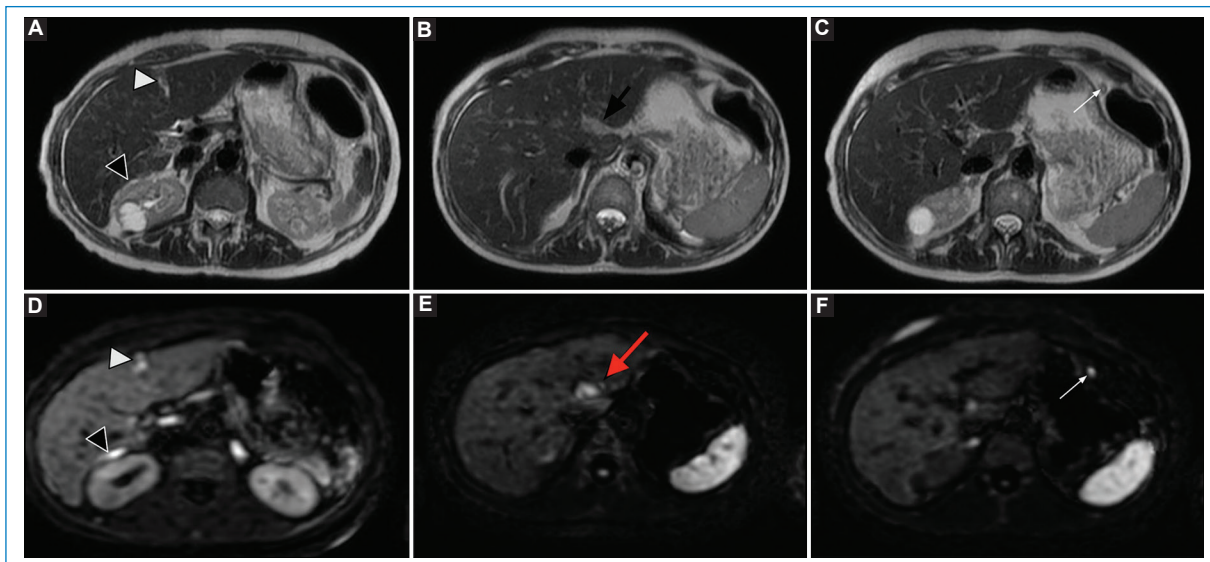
Mujer de 68 años con cáncer de ovario. TC informada normal (no mostrada). La RM prequirúrgica muestra pequeños implantes parcialmente delimitados en secuencias T2 (A-C), mejor visualizados en DWI (D-F), localizados adyacentes al ligamento falciforme (cabeza de flecha blanca), el receso hepatorenal (punta de flecha negra) y el hilio hepático (flecha roja), todos ellos en ubicaciones desfavorables U1, aún susceptibles de citorreducción completa, aunque con mayor complejidad quirúrgica. Además, se visualiza otro pequeño implante cercano a la curvatura mayor del estómago (flecha blanca).
